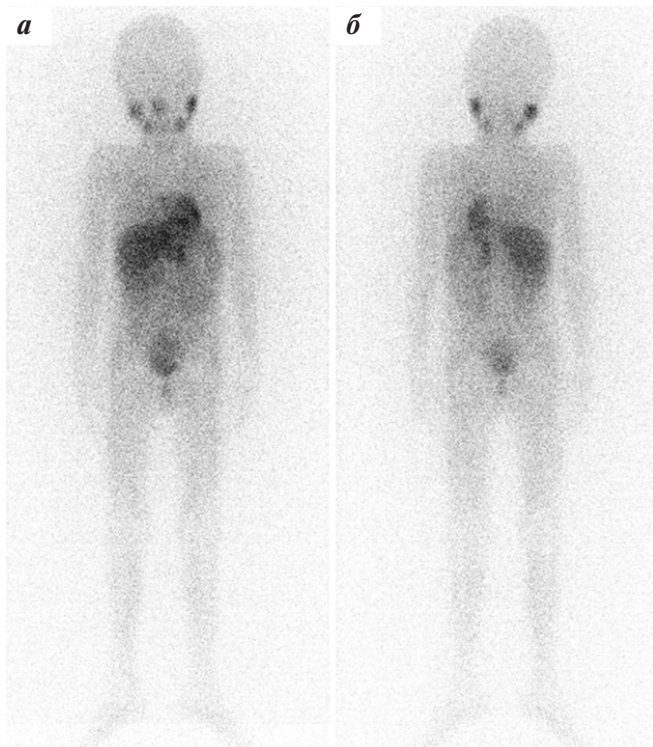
Сцинтиграфия с МИБГ для исключения метастазов (планарные изображения): а — вид спереди; б — вид сзади. На сцинтиграммах всего тела очагов аномального накопления МИБГ не выявлено
